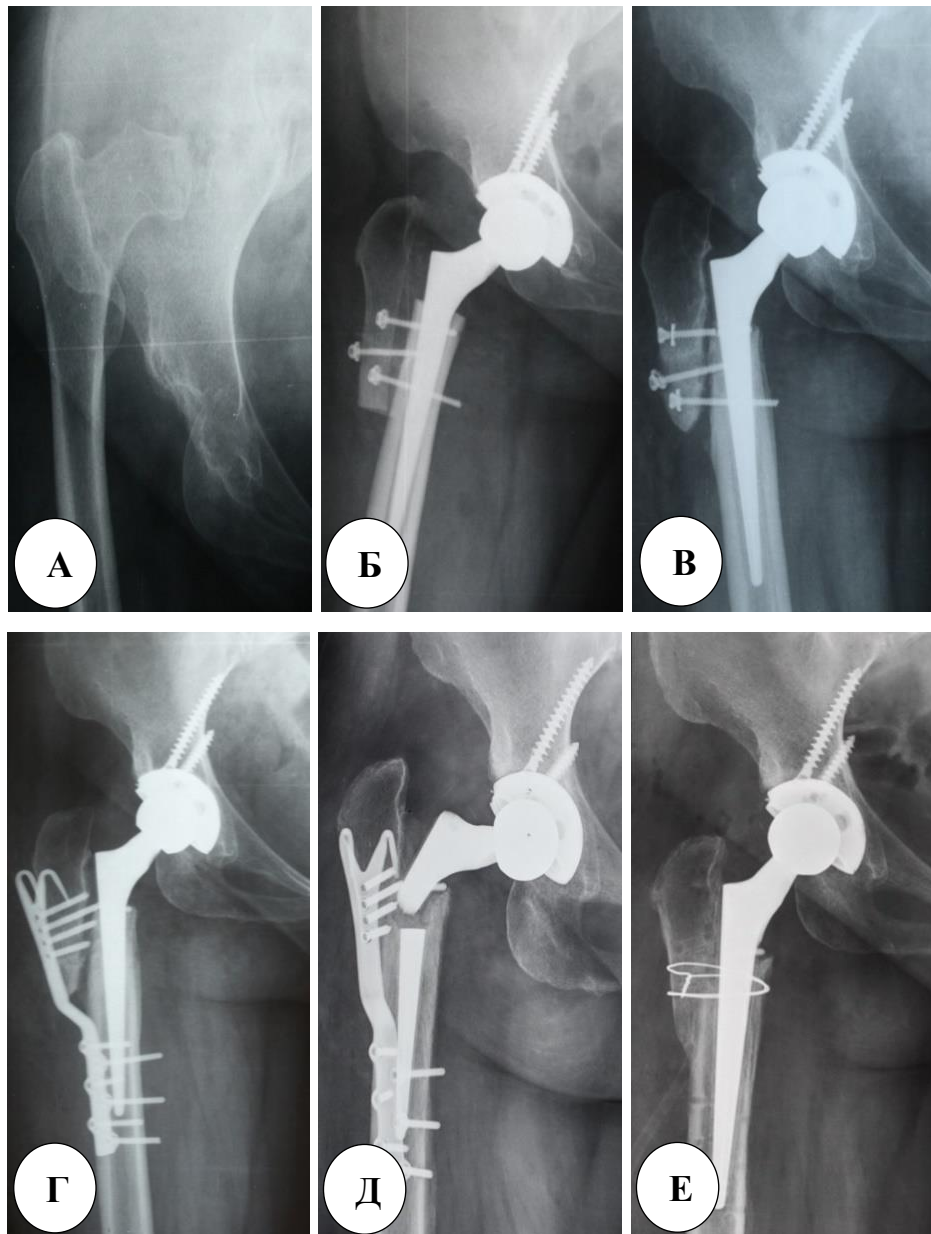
Клинический пример реостеосинтеза фрагмента БВ осложнившегося повреждением бедренного компонента эндопротеза. Рентгенограммы правого тазобедренного сустава в прямой проекции: А – до операции; Б – после ТЭП по методике Т. Раавилainen с фиксацией фрагмента БВ тремя винтами; В – спустя 1,5 года (18 месяцев) со дня операции; Г – после реостеосинтеза фрагмента БВ вильчатой пластиной первого поколения от мая 2015 г.; Д – спустя 1,5 года (18 месяцев) со дня реостеосинтеза; Е – после ревизионного вмешательства с заменой ножки эндопротеза и удалением фиксаторов из области большого вертела
